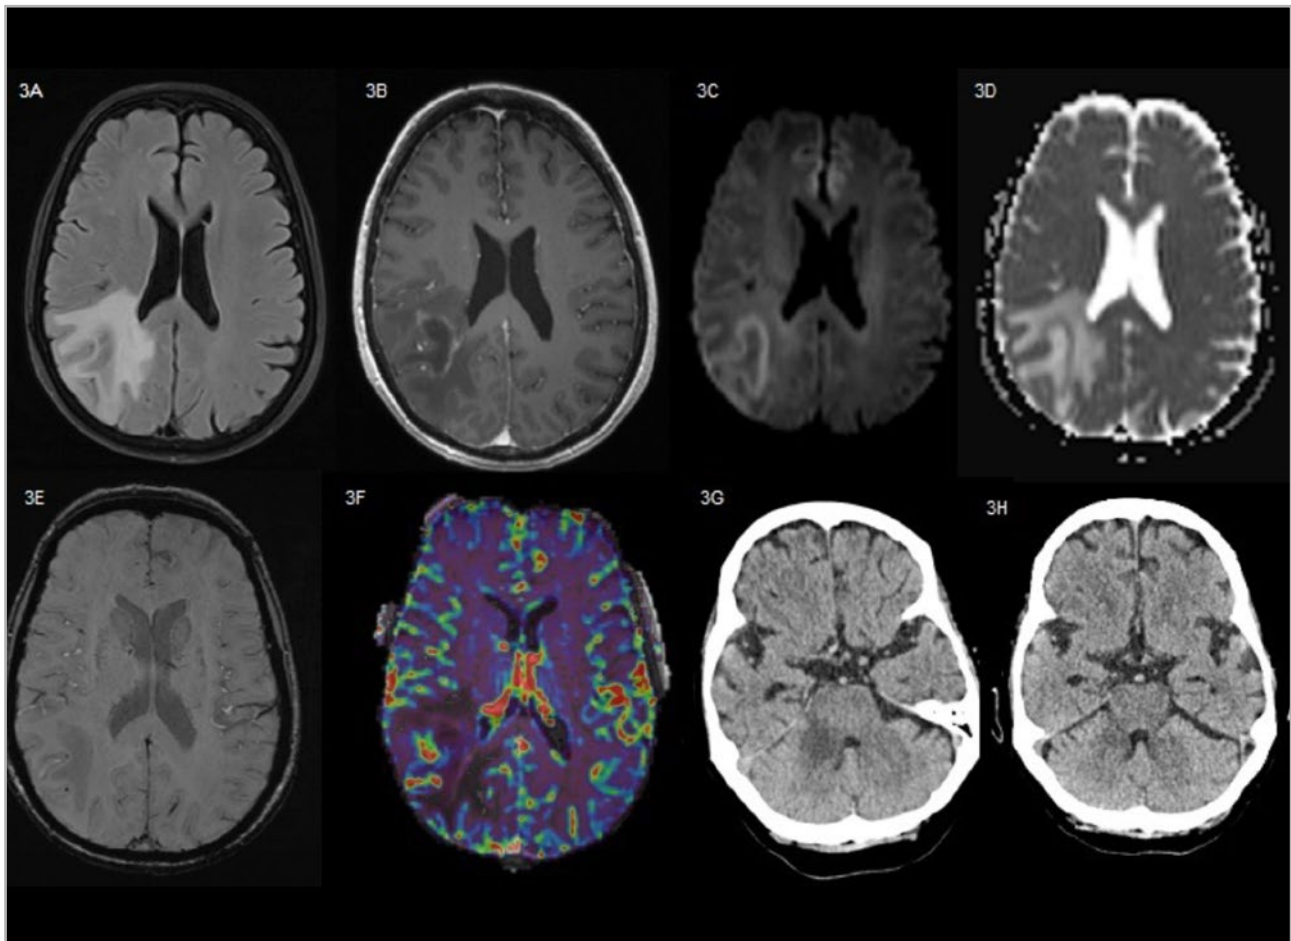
Caso propio. Paciente de 73 años que presenta lesión desmielinizante tumefactiva (LDT) parietal derecha. Secuencia FLAIR axial que muestra extensa lesión yxtrasubcortical parietal derecha con efecto masa y edema (3A) con realce de contraste intravenoso en la secuencia potenciada en T1 axial periférica en anillo semiabierto hacia la cortical (3B) y presencia de restricción de difusión marginal coincidiendo con la zona de realce (mapa b1000 3C y mapa ADC 3D) sin apreciarse vénulas en su interior en la secuencia Swi (3E) y con leve aumento del volumen cerebral sanguíneo en la perfusión que corresponde a cortical pero se interpretó como en la periferia de la lesión (3F). Por la edad de la paciente y los hallazgos de perfusión se orientó hacia patología tumoral primaria cerebral glial de alto grado con biopsia negativa que mostraba actividad desmielinizante. Cuatro años después, la paciente muestra nueva LDT en pedúnculo cerebeloso medio derecho visualizado en la tomografía computarizada (TC) sin contraste (3G) que responde al tratamiento disminuyendo de volumen y con resolución del efecto de masa en la TC craneal sin contraste de control (3H).
